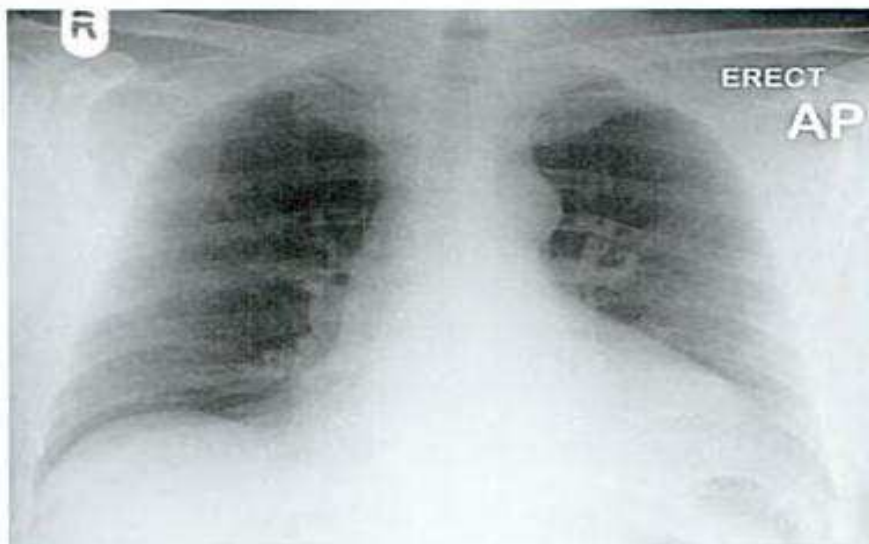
Dissection aortique. Cliché radiographique thoracique normal.
